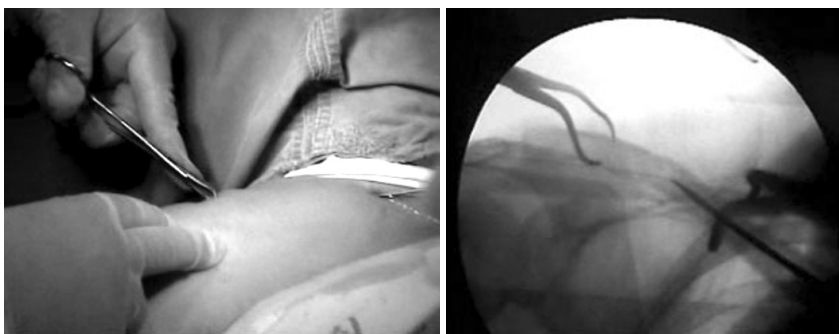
The picture and the radiograph shows reduction of the clavicle fracture with towel clip.
